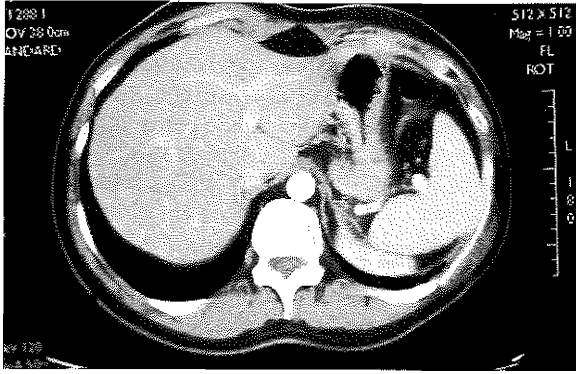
Kitlenin bilgisayarlı tomografi (A) ve manyetik rezonans (B) görüntüleri.
